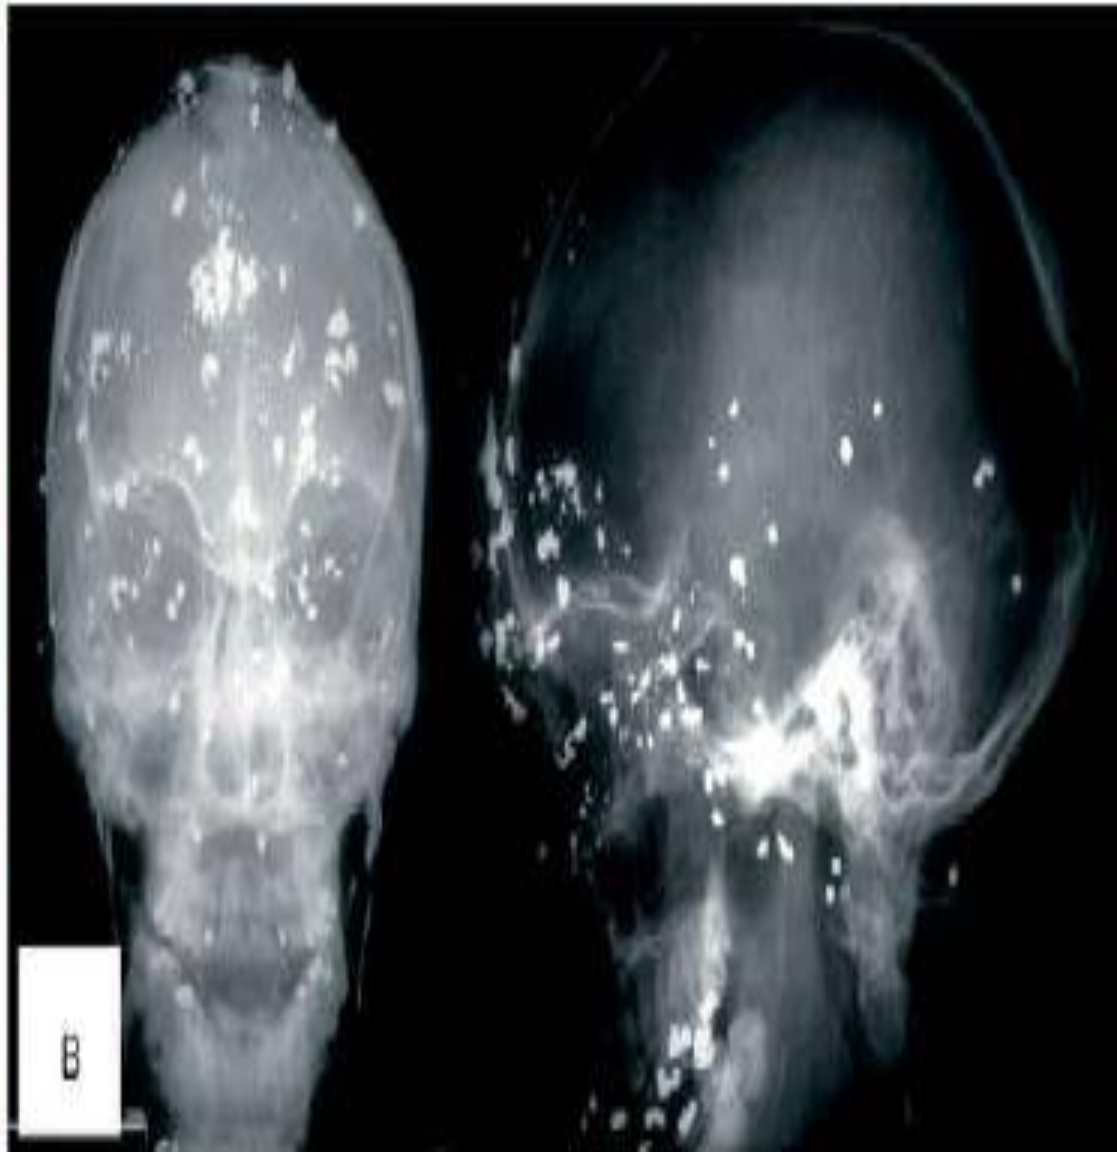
Shotgun wounds to the brain. (A) Victim of a fatal shotgun injury to the head, with multiple pellet wounds to the face and head. (B) Radiographs in the same patient showing multiple shotgun pellets of the face and skull.
